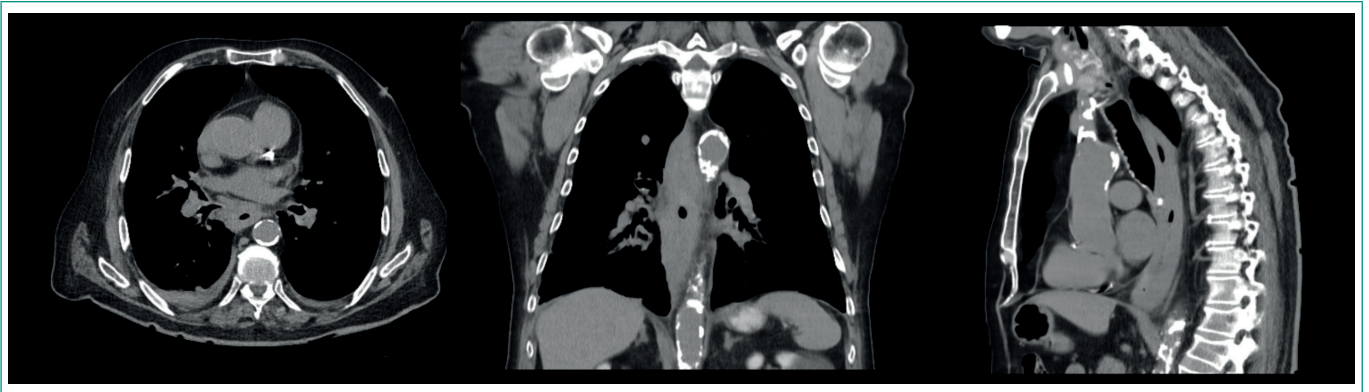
TC Tórax: corte axial, coronal y sagital. Engrosamiento circunferencial edematoso del tercio inferior del esófago, con dos adenopatías periféricas de aspecto reactivo.
